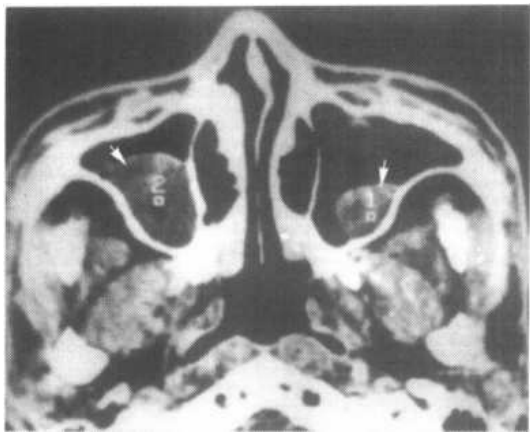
双侧上颌窦粘膜下囊肿横断面 CT 图像，双侧上颌窦内有类圆形低密度软组织影（↑），边缘光滑
